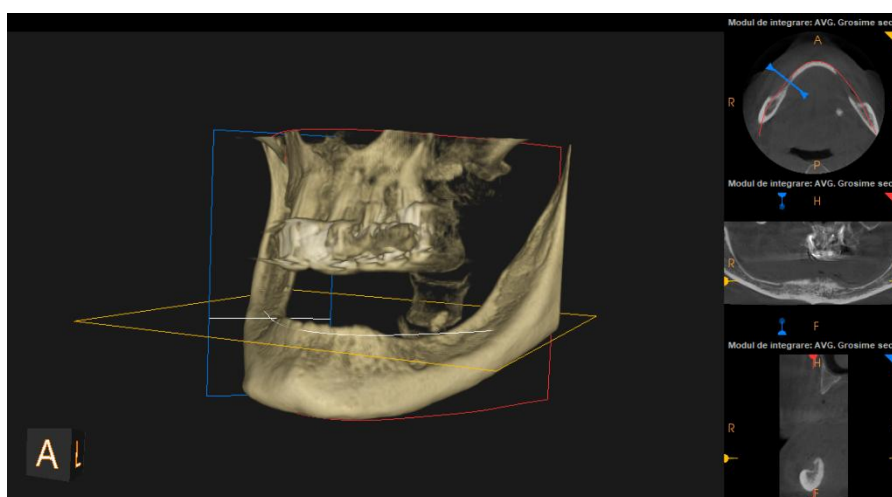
Imaginea mandibulei la CT cu atrofie marcantă a osului alveolar
